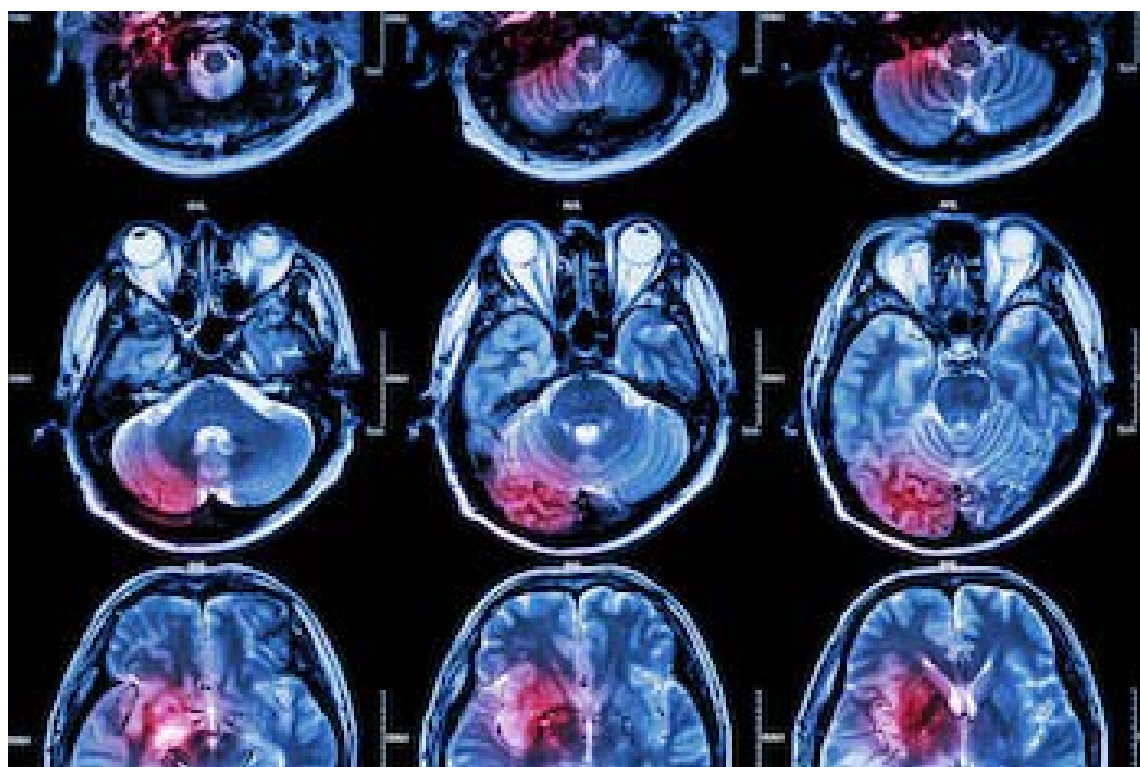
Imagen de TAC de un cerebro (AdobeStock)
